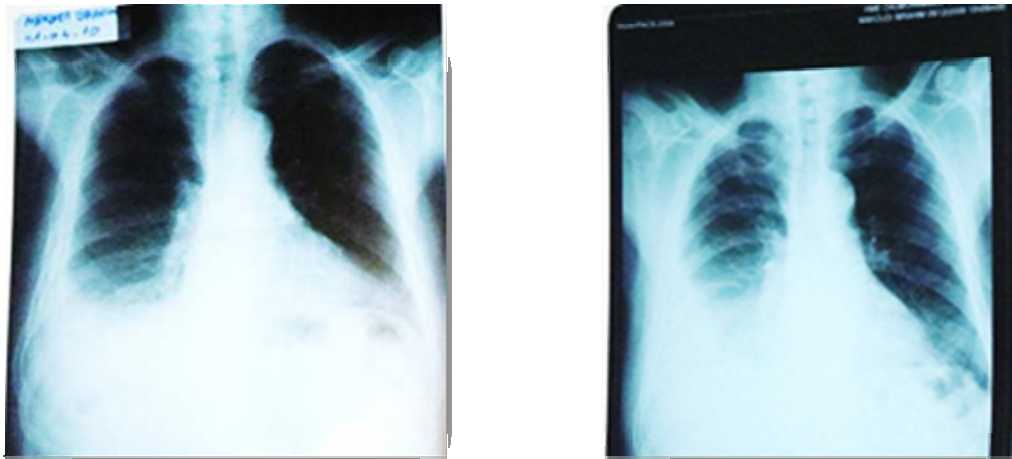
Radiographie thoracique de face montrant:
